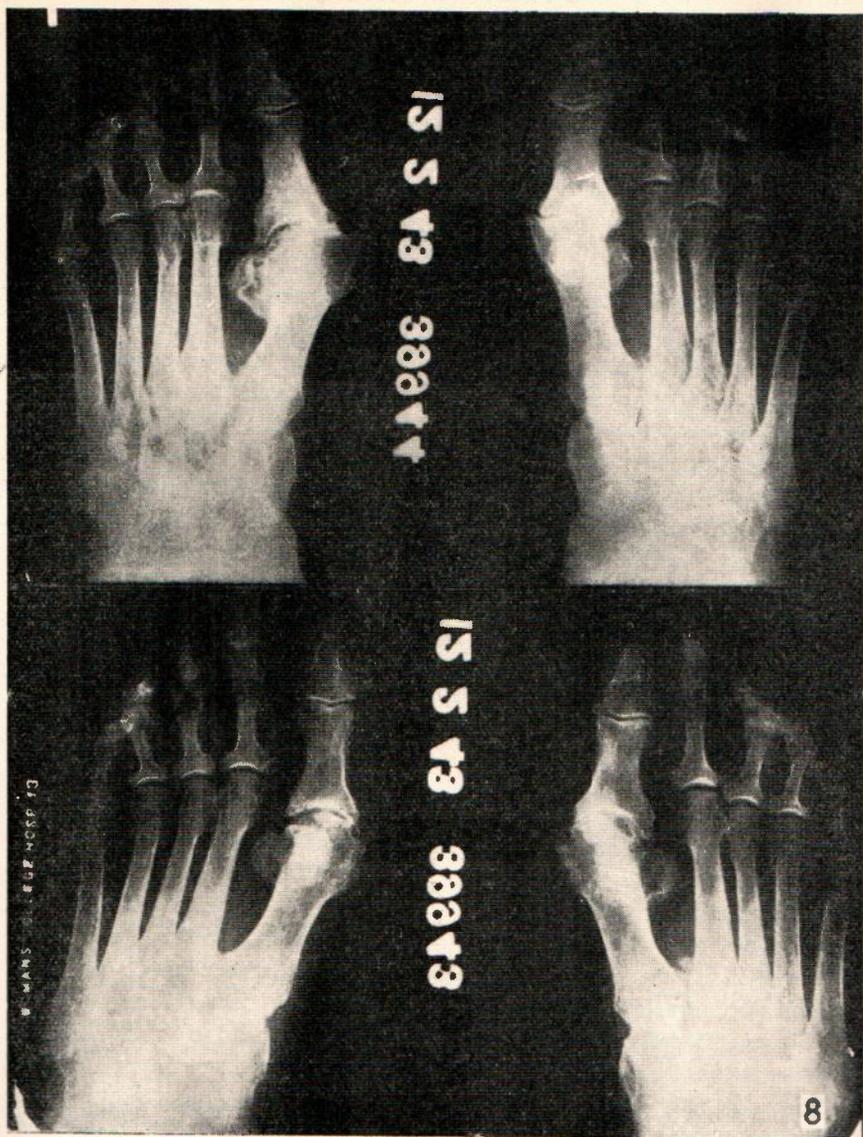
Roentgenogramas de los pies de mellizas idénticas E. B. y E. S. - Nótese la semejanza de las estructuras óseas y la semejanza pero no identidad de los cambios degenerativos de las articulaciones.
